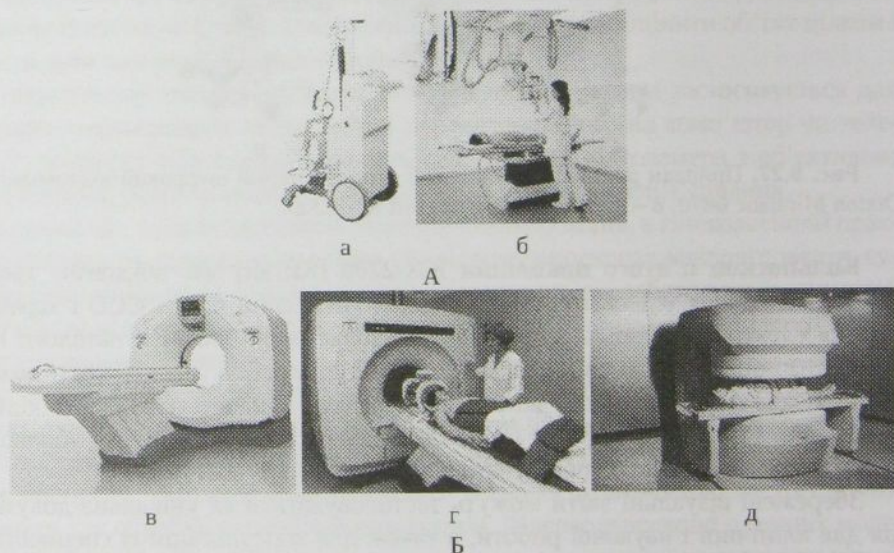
Апарати для діагностики: А – рентгенівські апарати (а – палатний апарат Remodix 9507; б – цифровий); Б – томографи (в – комп'ютерний Optima CT660; г, д – магнітно-резонансні).
